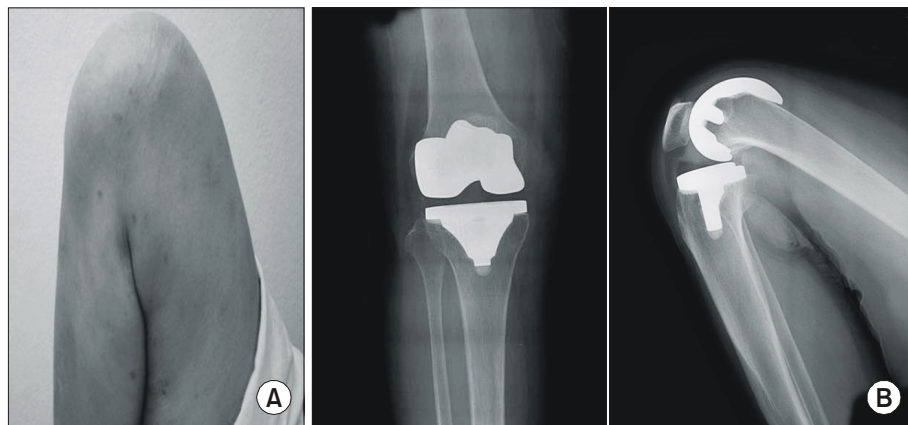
A 67-year old female could flex 145° at the operated left knee (A) and anteroposterior and full flexion lateral X-ray (B).
